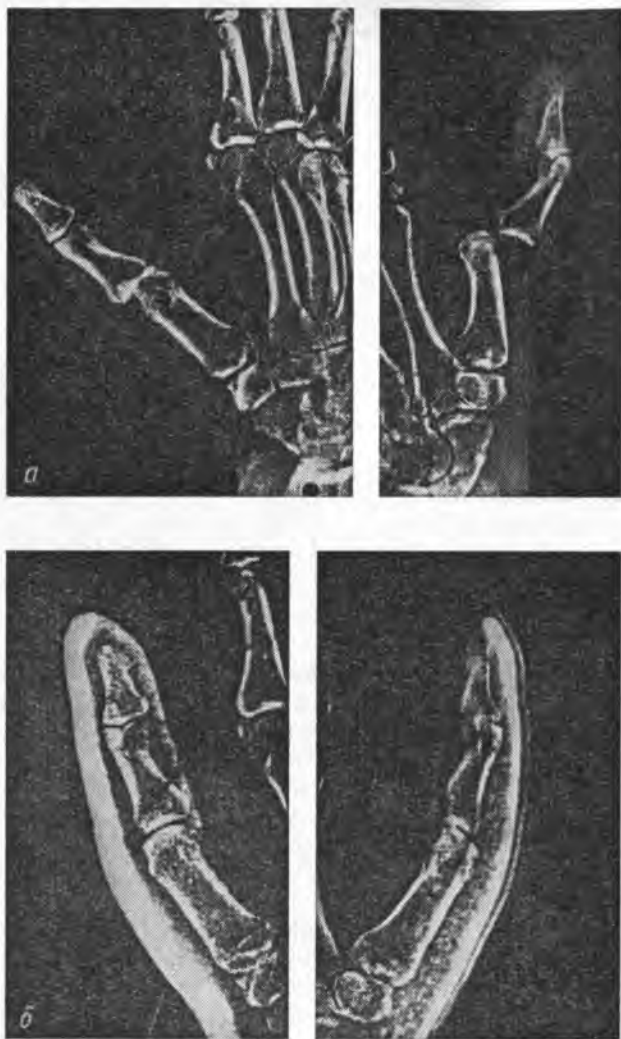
Электрорентгенограмма I пальца правой кисти больного К. с вывихом I пальца.
